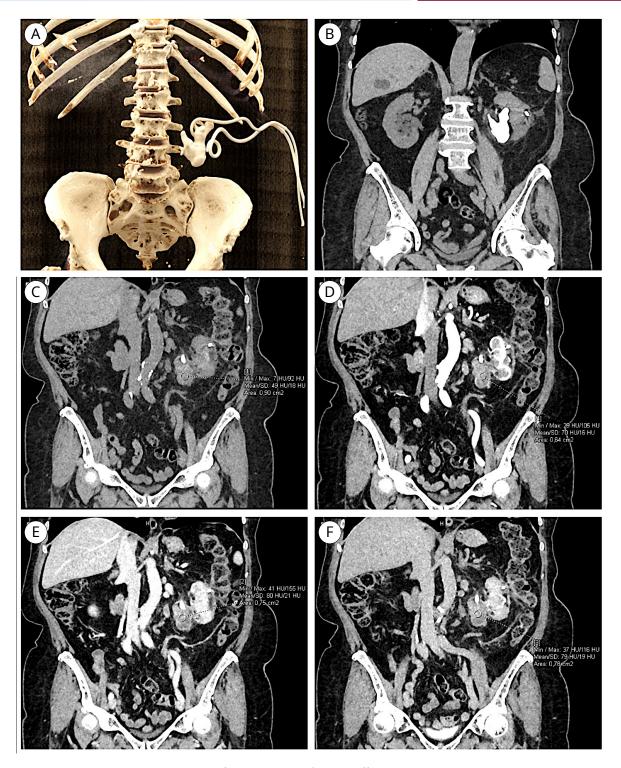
Компьютерная томография органов брюшной полости. А — 3D-реконструкция коралловидного конкремента левой почки; В — визуализация коралловидного конкремента левой (нативная фаза); С — визуализация жидкостного скопления в паранефральной клетчатке (нативная фаза); D — визуализация жидкостного скопления в паранефральной клетчатке (артериальная фаза); Е — визуализация жидкостного скопления в паранефральной клетчатке (венозная фаза); F — визуализация жидкостного скопления в паранефральной клетчатке (отсроченная фаза) *Figure 1.* Abdominal CT scans. A — 3D-reconstruction of the staghorn stone in the left kidney; B — visualization of the staghorn stone in the left kidney (native phase); C — visualization of fluid accumulation in the paranephric tissue (arterial phase); E — visualization of fluid accumulation in the paranephric tissue (venous phase); F — visualization of the fluid accumulation in the paranephric tissue (delayed phase)
